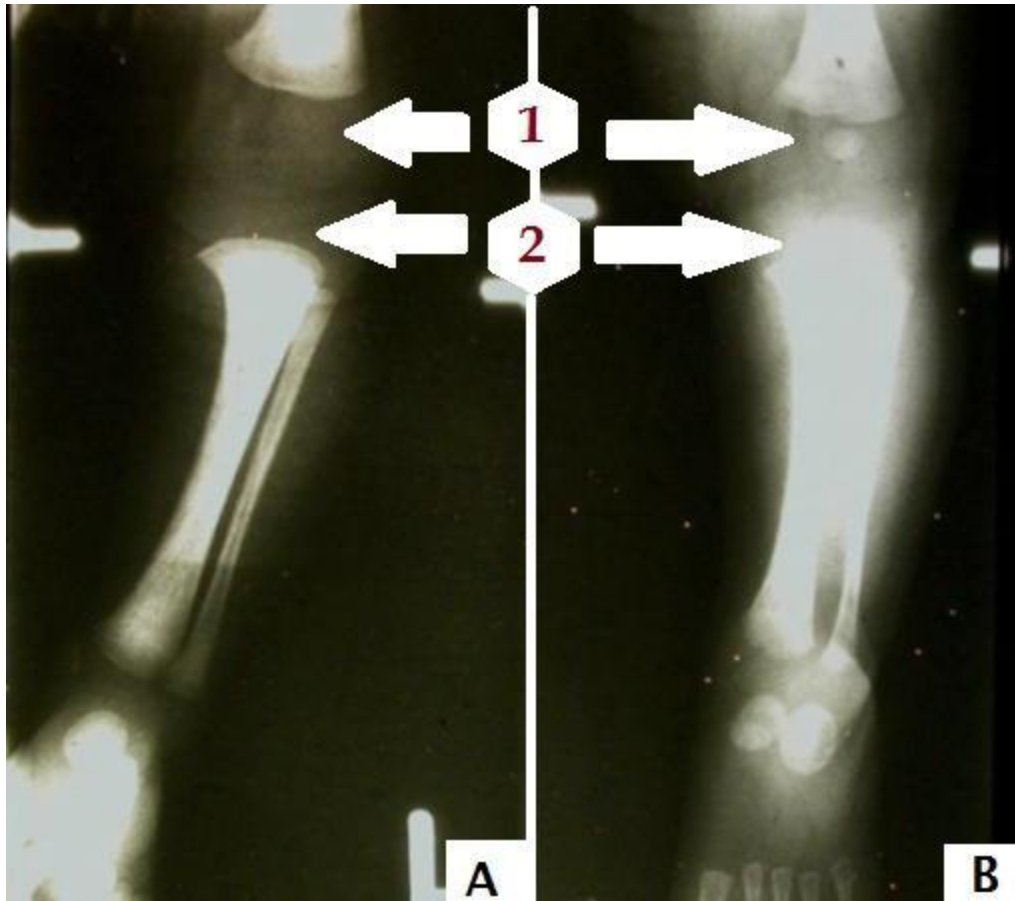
Comparaison de radiographie de membre inférieur gauche d'un nourrisson malade et un autre sain [28].
